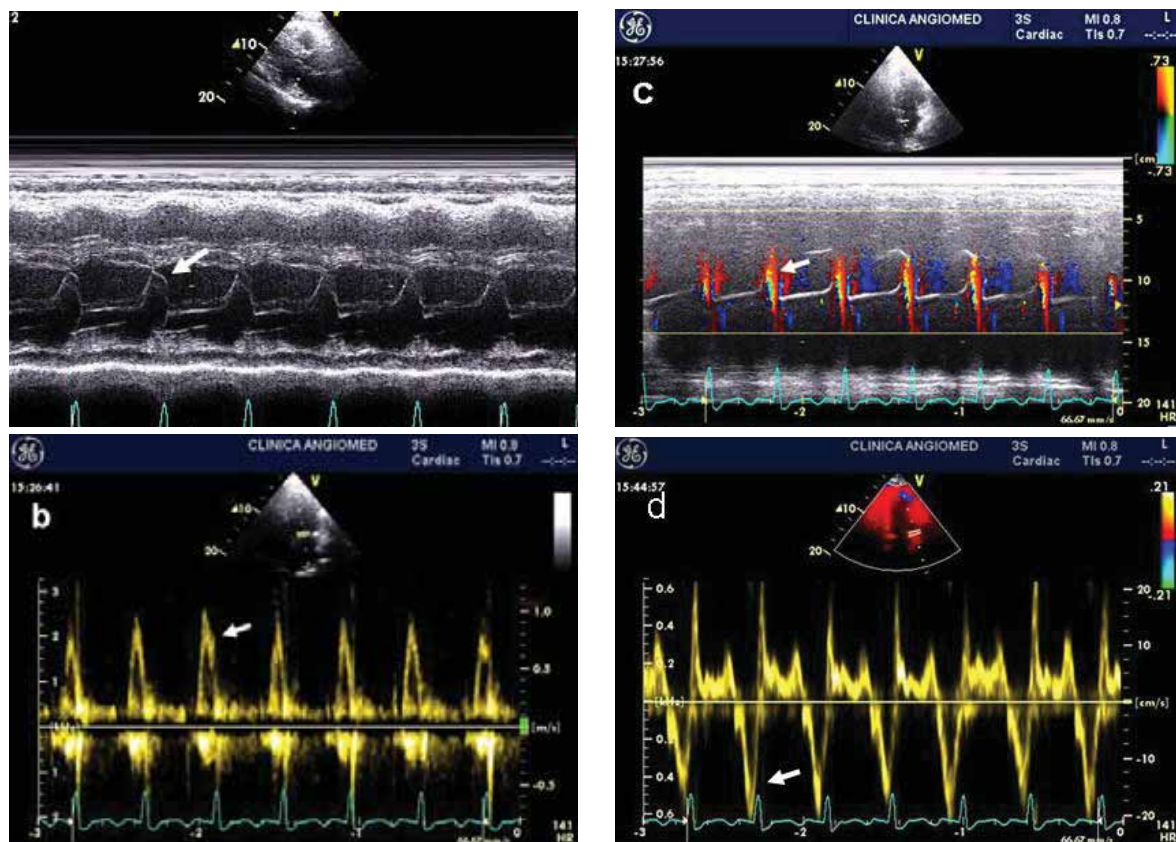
Mod M (a,c), Doppler transmitral (b) și tisular (d) în flutterul atrial cu bloc 2:1. a. Deschiderea valvei mitrale (săgeată) (mod M). b. Doppler pulsat: prezența unei unde A transmitrale (săgeată), cu raport între undele de flutter atrial (F) și undele A transmitrale de 2/1. c. mod M color: deschiderea valvei mitrale și prezența fluxului transmitral; d. Doppler tisular: unda A', în relație 2/1 cu undele F de flutter atrial
